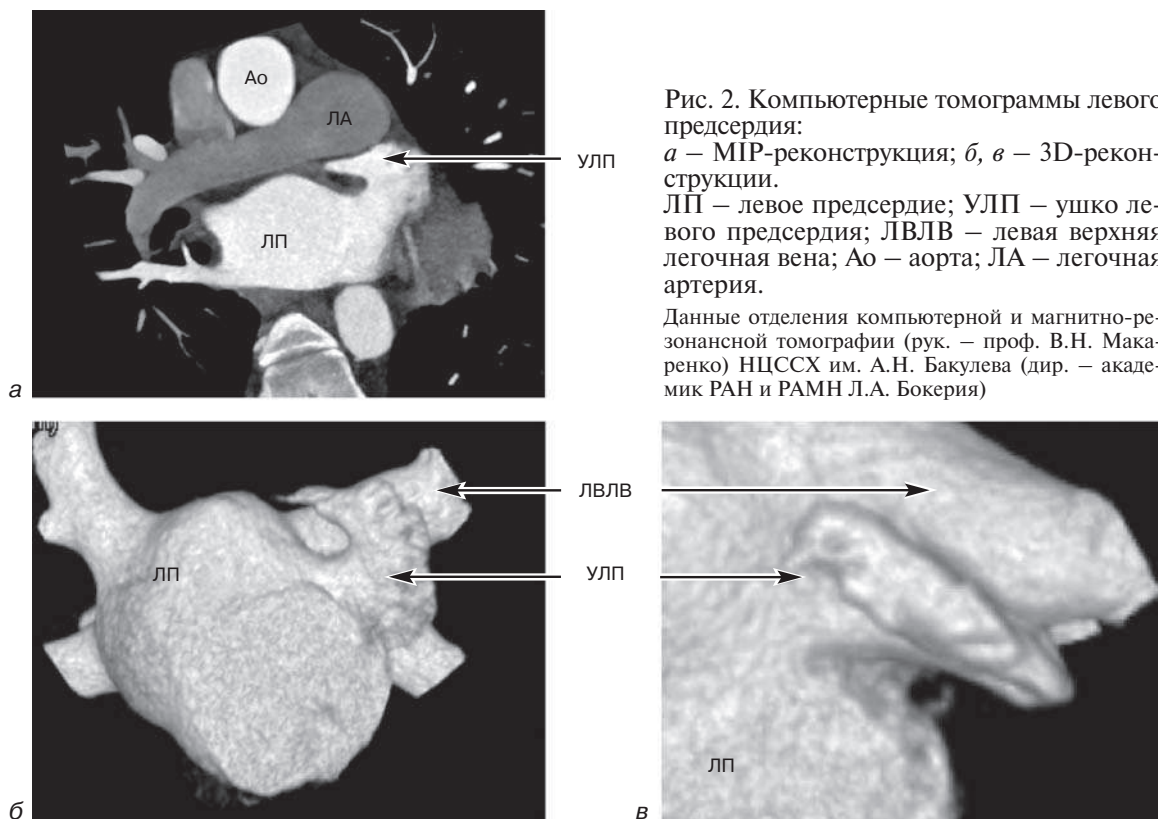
Компьютерные томограммы левого предсердия:
